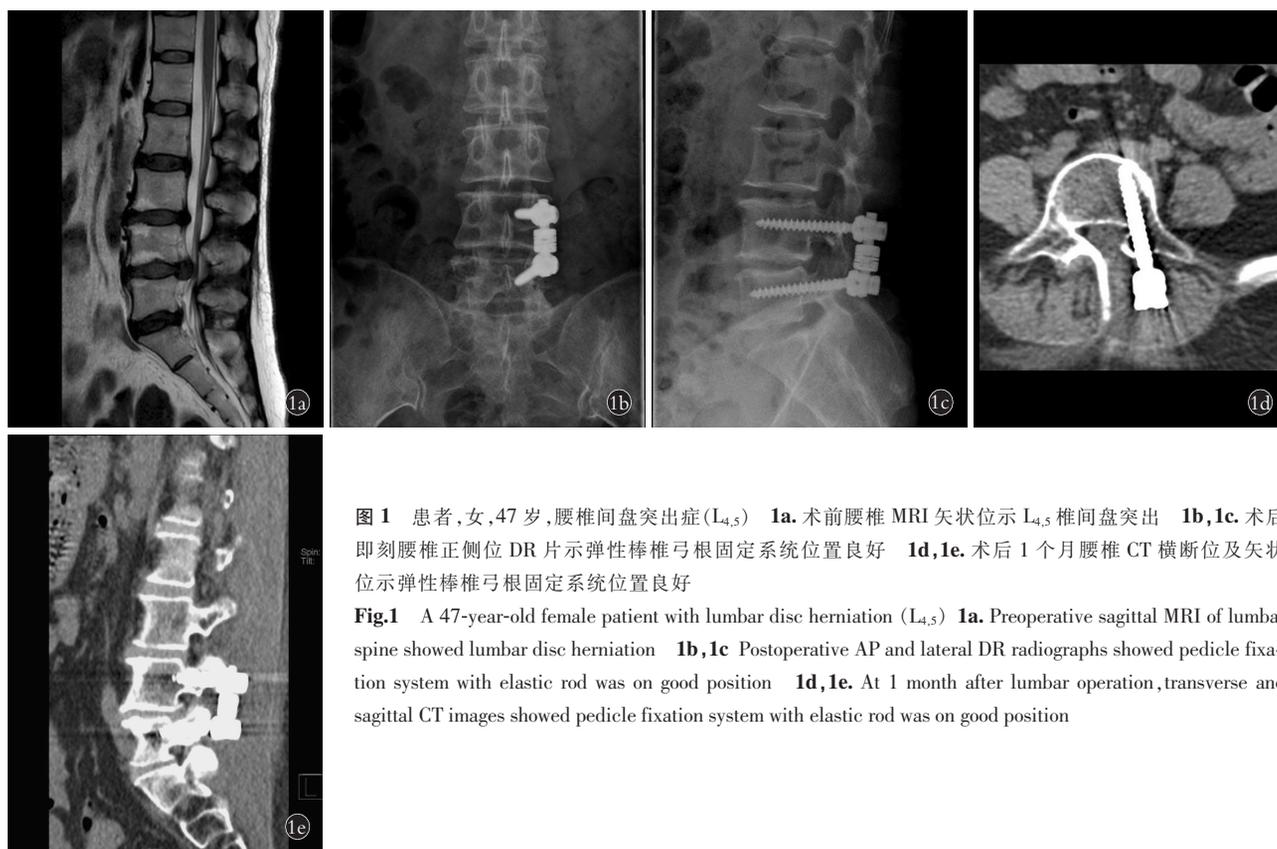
患者,女,47 岁,腰椎间盘突出症(L<sub>4,5</sub>) 1a. 术前腰椎 MRI 矢状位示 L<sub>4,5</sub> 椎间盘突出 1b,1c. 术后即刻腰椎正侧位 DR 片示弹性棒椎弓根固定系统位置良好 1d,1e. 术后 1 个月腰椎 CT 横断位及矢状位示弹性棒椎弓根固定系统位置良好
